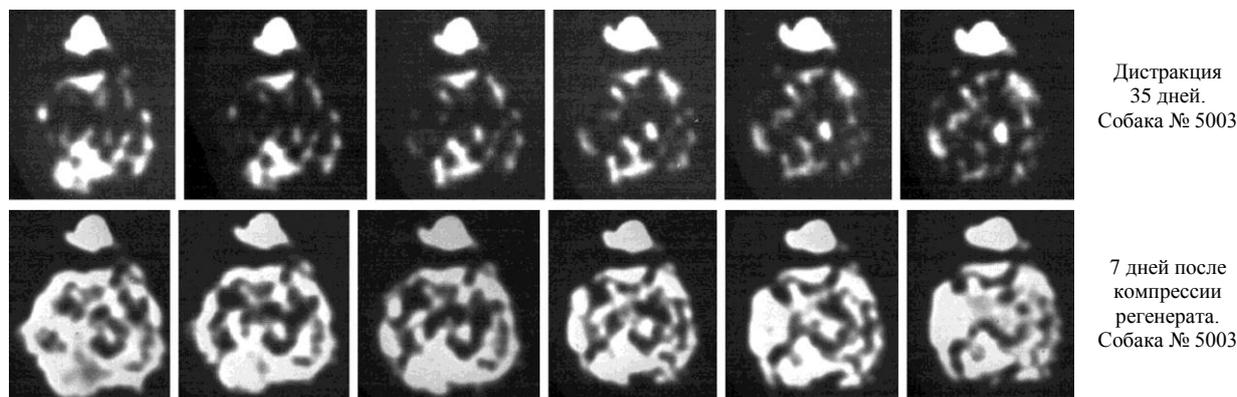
Компьютерные томограммы – поперечные срезы через 1 мм distractionного регенерата на уровне «зоны роста»
